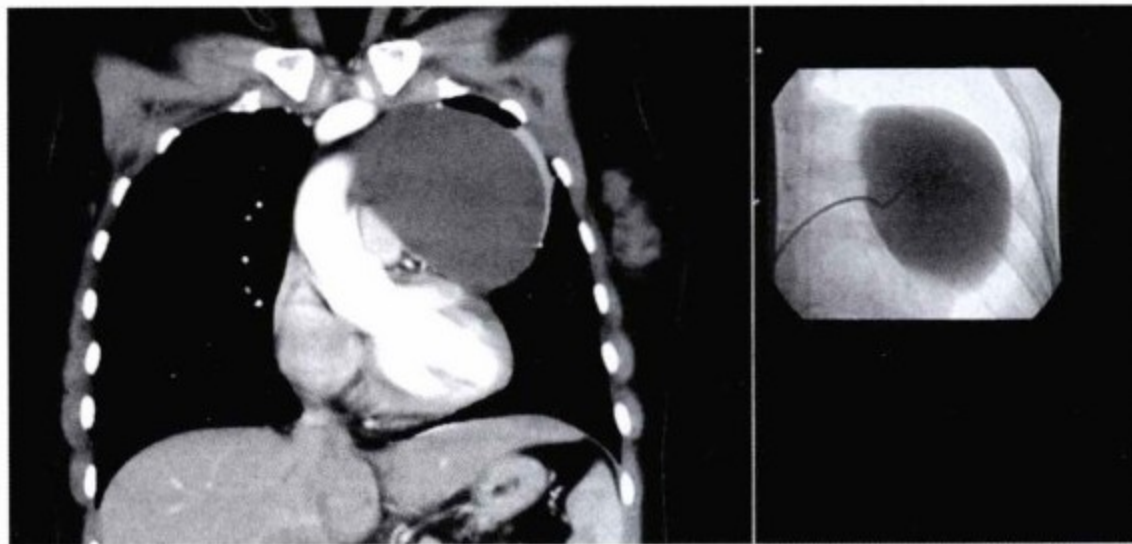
左图,CT增强扫描显示一低密度、薄壁肿块位于左侧肺门处,似压迫主肺动脉。右图,显示透视下通过猪尾导管向病变内注入对比剂。
